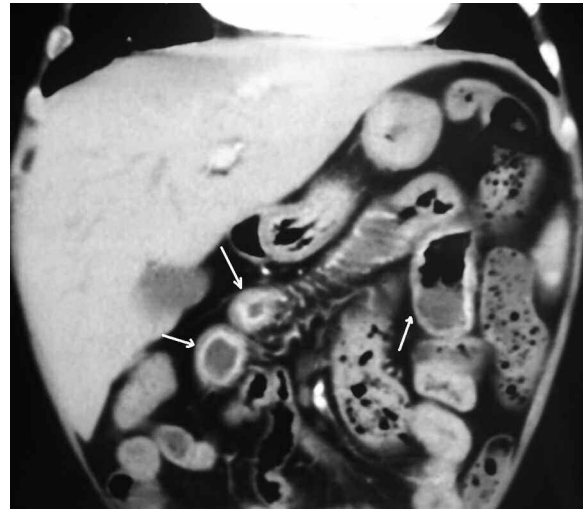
TAC multislice de abdomen: reconstrucción coronal, engrosamiento parietal difuso nodular de asas delgadas (flechas). Aspergilosis sistémica.
